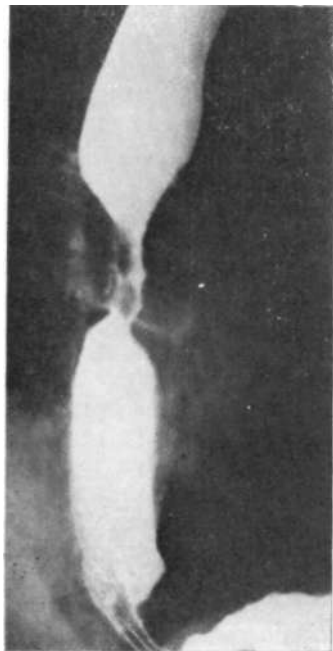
Рентгенограмма. Эндифитный изъязвленный рак средней трети пищевода; асимметричная «талиа» (симптом песочных часов).
